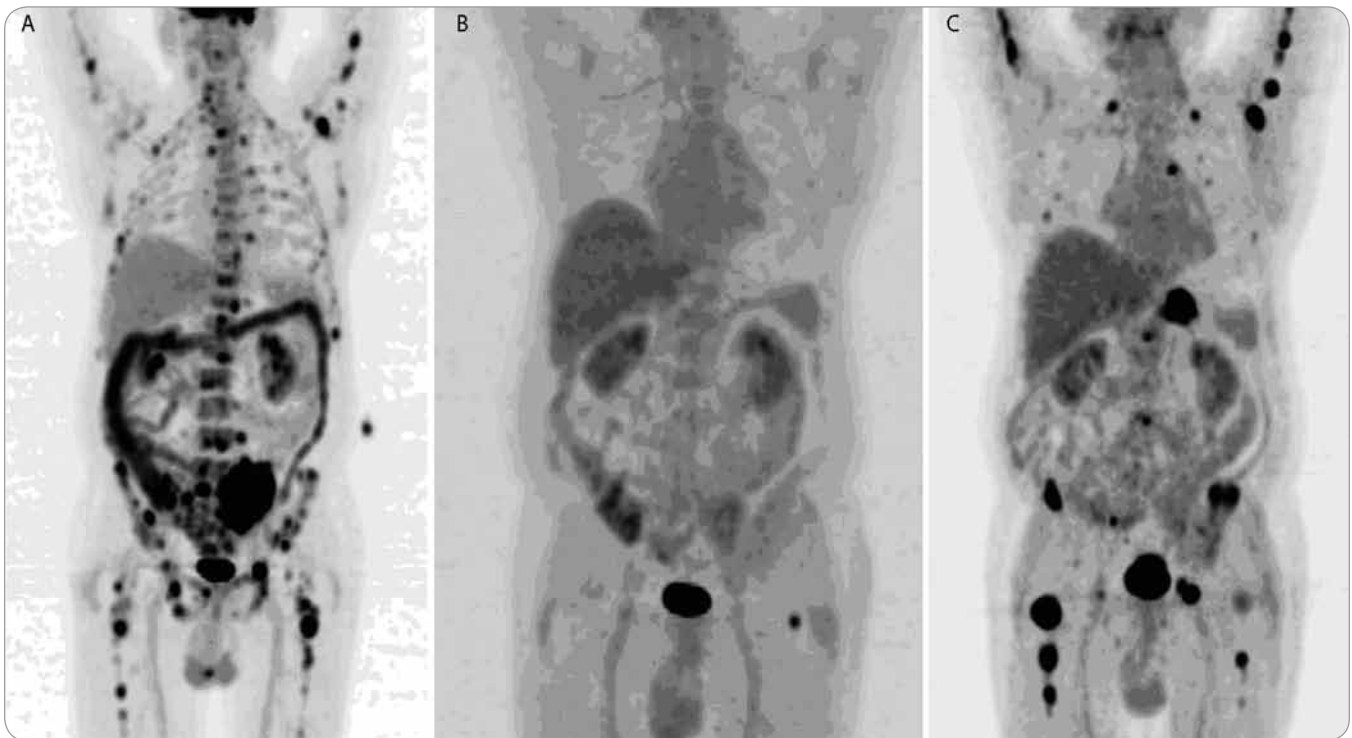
FDG PET/CT, MIP: therapy response monitoring.
